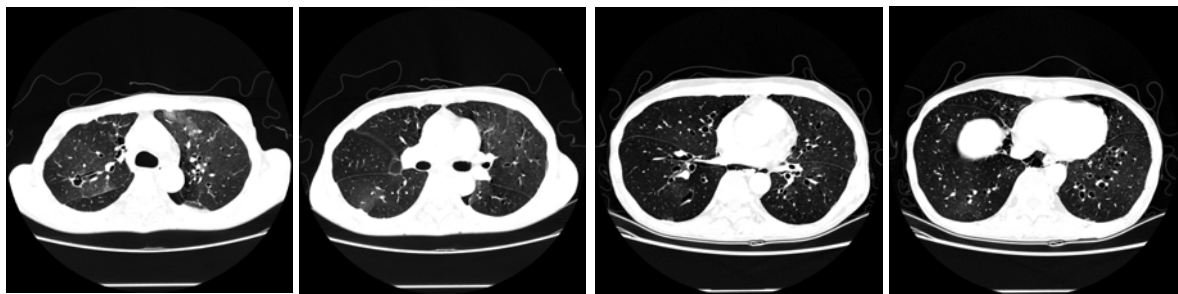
A chest CT shows diffuse mosaic attenuation, patchy air-trapping and ground glass opacities, and bronchiectasis.
